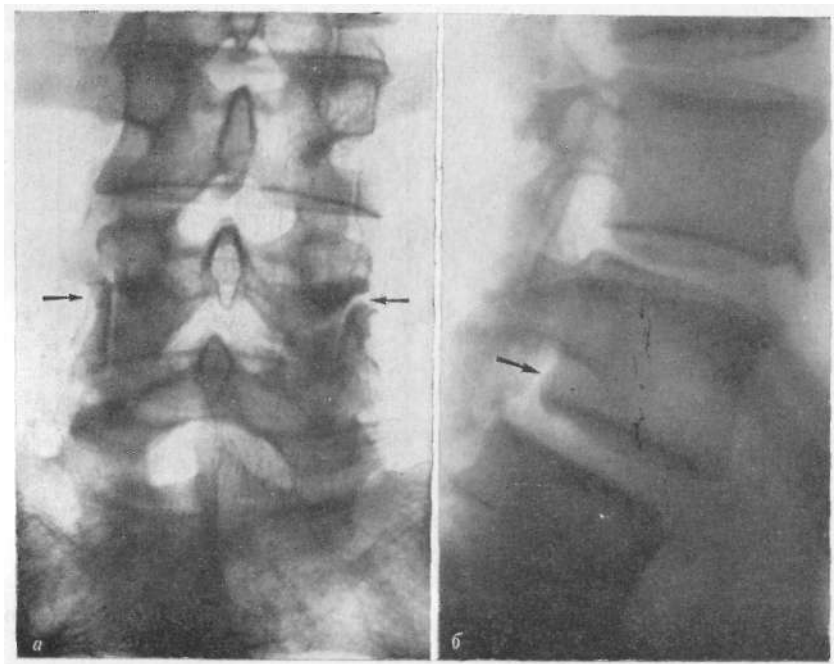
Рентгенограмма поясничного отдела позвоночника. *a* — резко выраженный остеоартроз в суставных парах L4—L5 — симптом возможного смещения L4 кпереди (прямая рентгенограмма); *б* — задняя поверхность L4 отчетливо смещена кпереди (боковая рентгенограмма).
